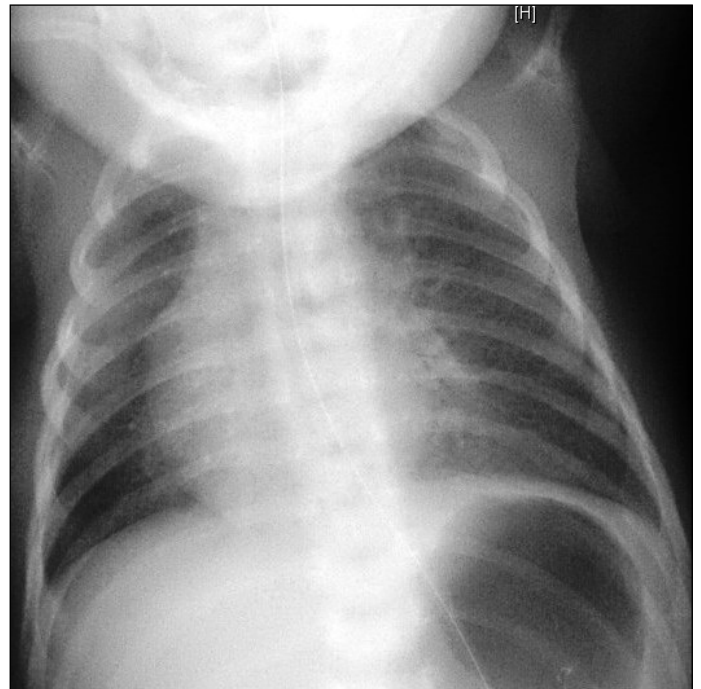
Olgu 1'in akciğer grafisinde sağda atepektazi görünümü.
